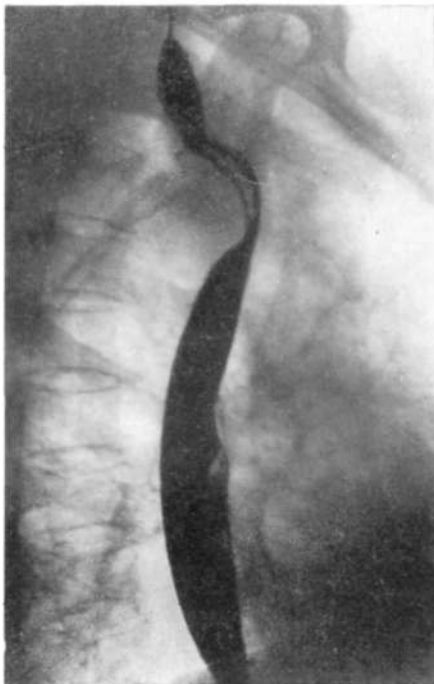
Рентгенограмма пищевода при праволежащей дуге аорты в боковой проекции. Дефект наполнения полукруглой формы по заднему контуру пищевода на уровне дуги аорты.
